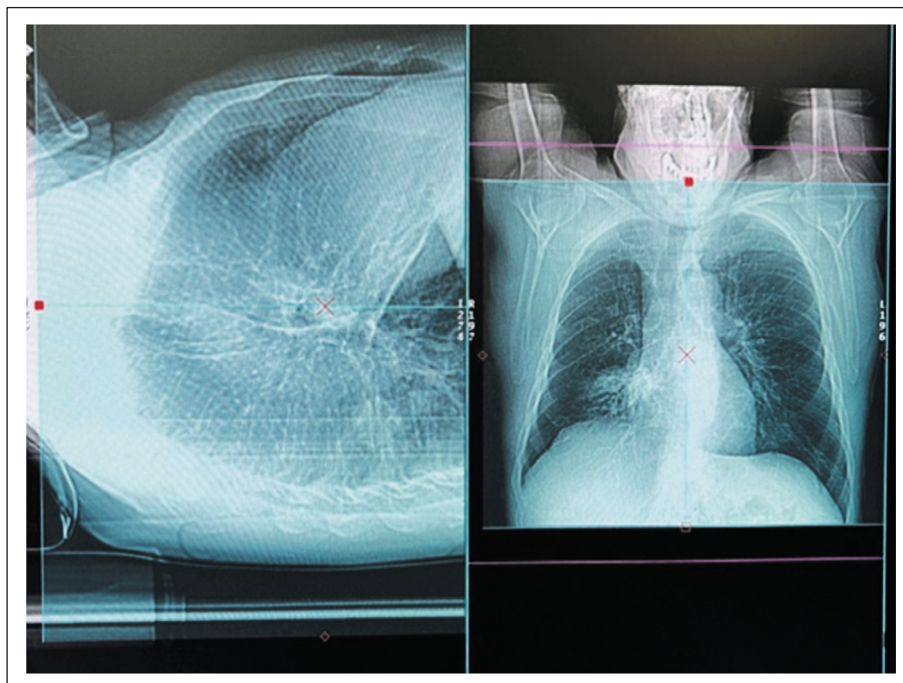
Топограма МСКТ ОГК для визначення меж та планування об'єму сканування при стандартному повнодозовому протоколі А
